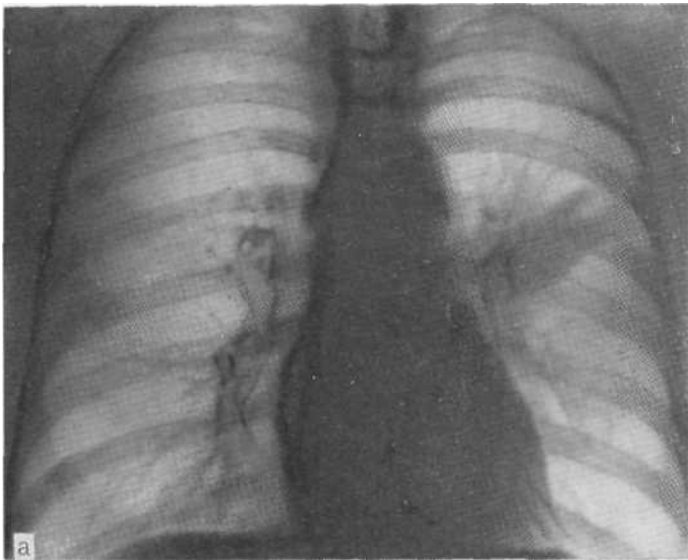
Обзорная рентгенограмма (а): клиническая картина острого воспаления легких, в язычковом сегменте обнаружена тень, расцененная как пневмоническая. На рентгенограмме, сделанной через 5 мес (б), определяется тина «матового» легкого.
